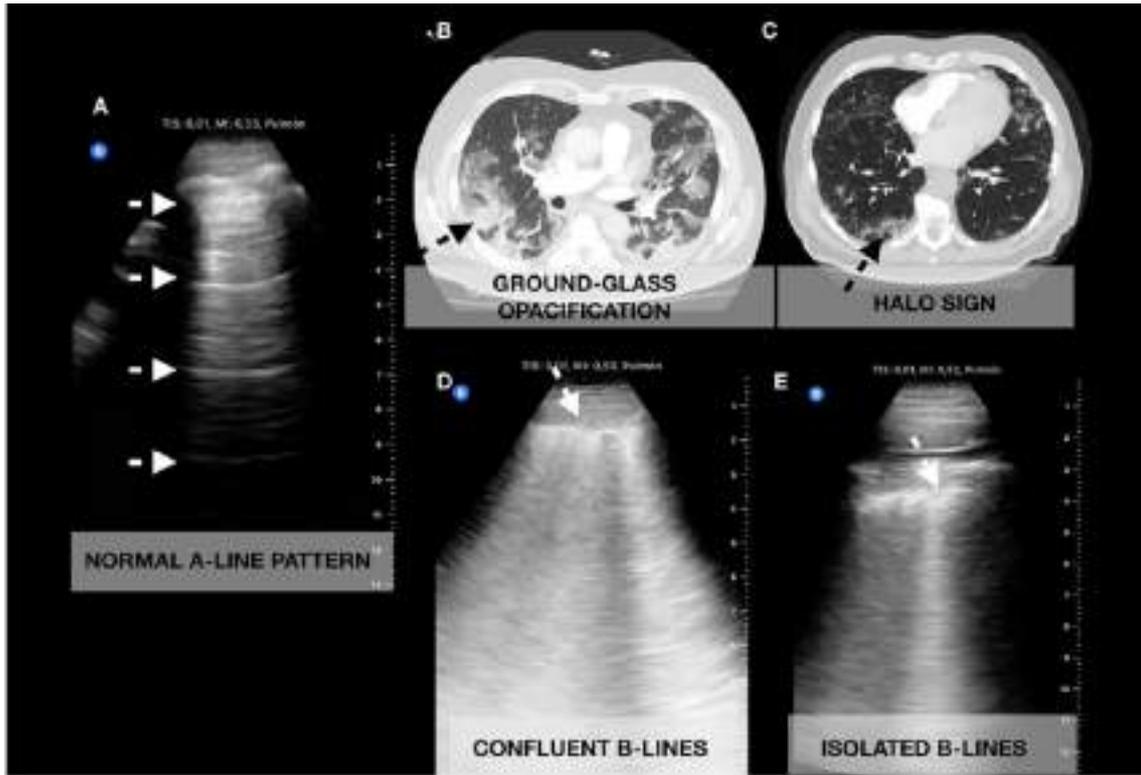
Correlación de la tomografía computarizada (TC) de tórax con las imágenes de la ecografía pulmonar (LUS). Imagen tomada de Tung-Chen Y, et al76.
